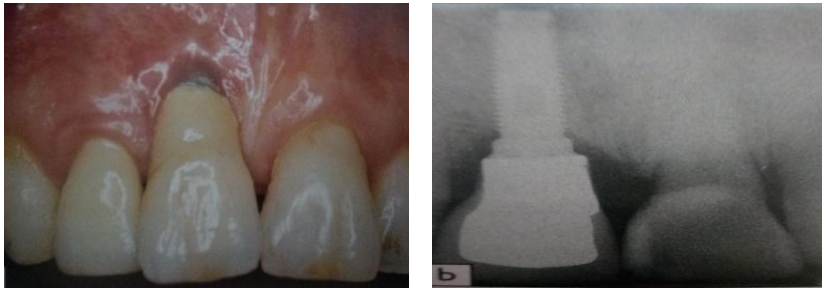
vue clinique et radiographique d'un implant trop enfoui : résultat esthétique inacceptable
